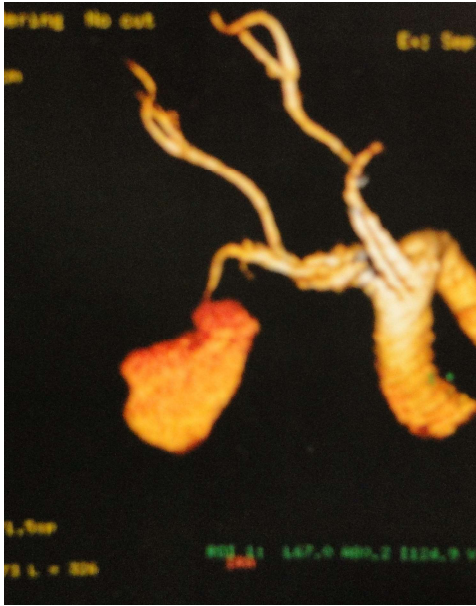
Angiotomografia tóraco-cervical. Volumosa lesão de caráter expansiva na região axilar direita com dimensões de 14,0 x 12,7 cm, apresentando intenso realce após a injeção do meio de contraste.
